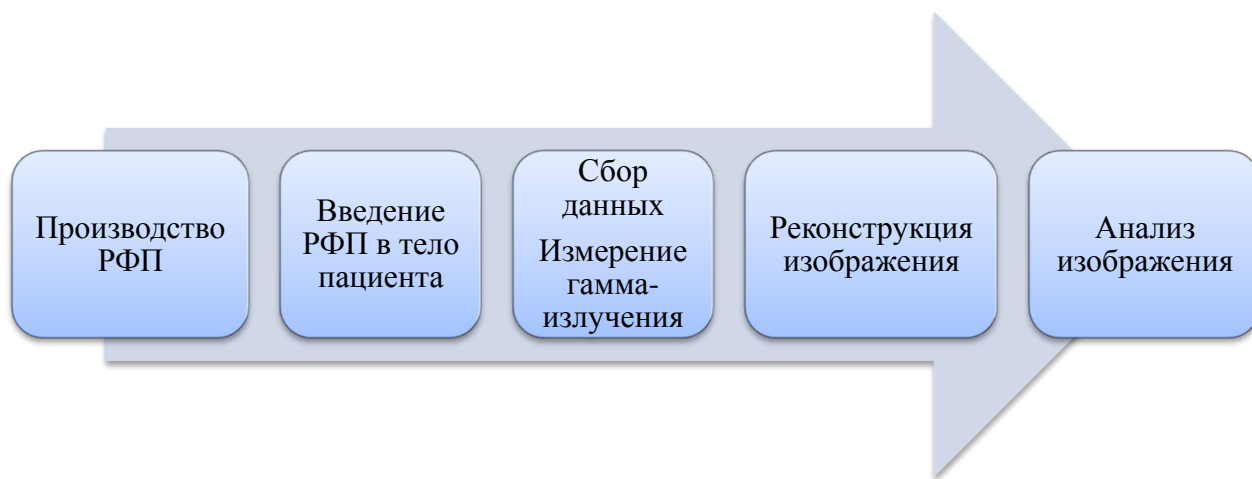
Основные стадии эмиссионной томографии
